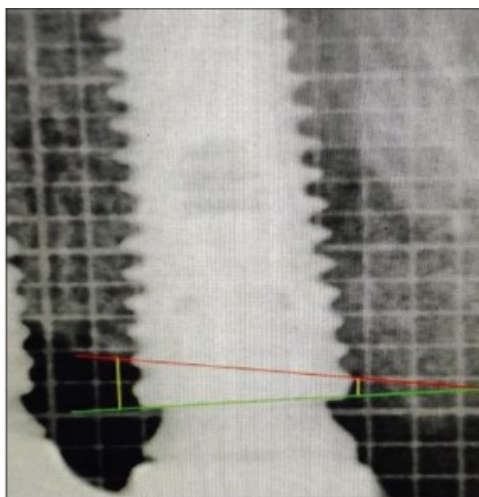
Imagem que mostra a medição da perda óssea radiograficamente a partir da junção do pilar do implante nos lados mesial e distal. Reproduzido a partir de Sethi et al. (30)
